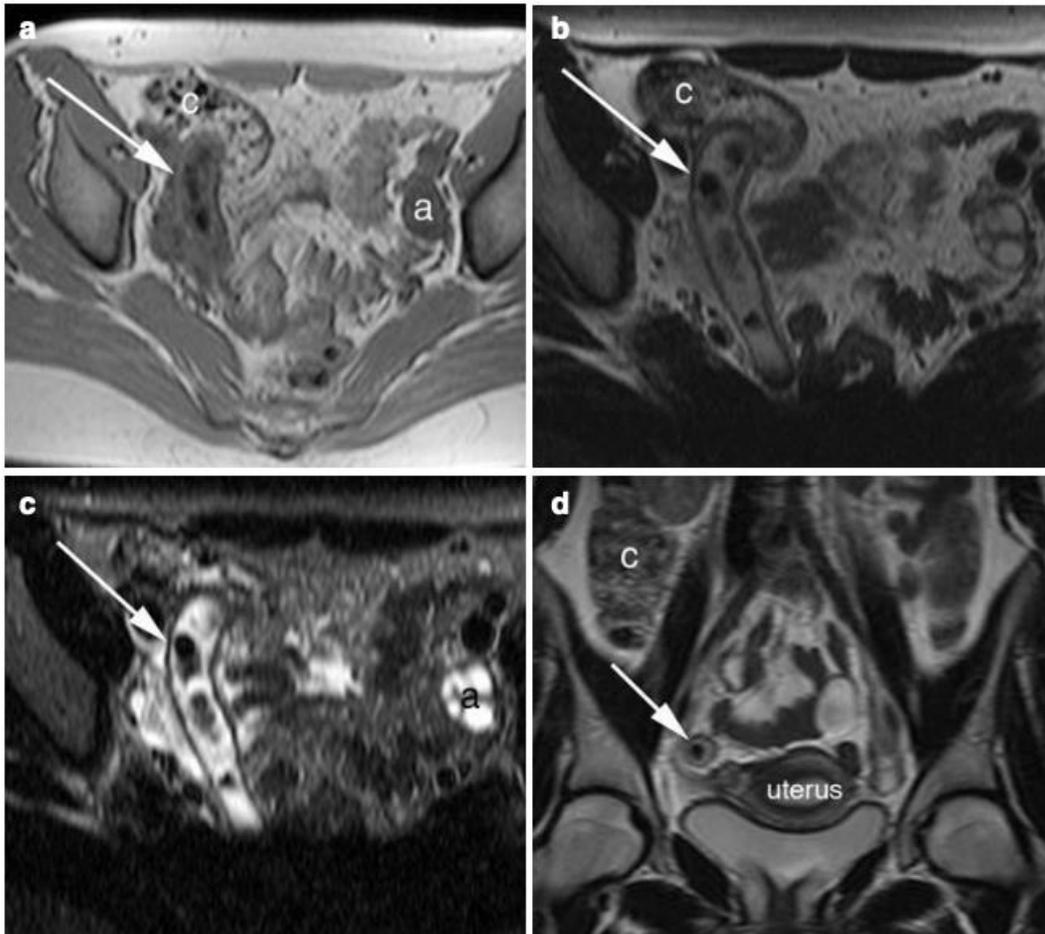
IRM d'une appendicite avec stercolithes (39)
